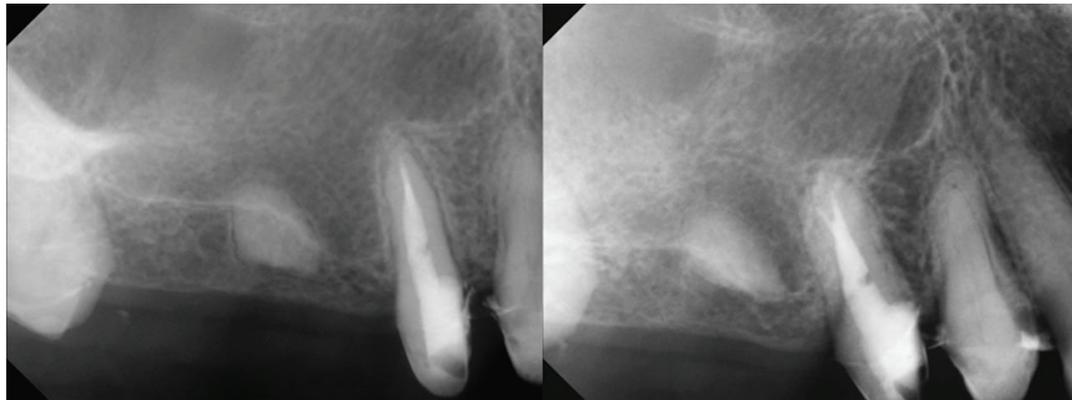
4개월 경과관찰 치근단 방사선 사진.
